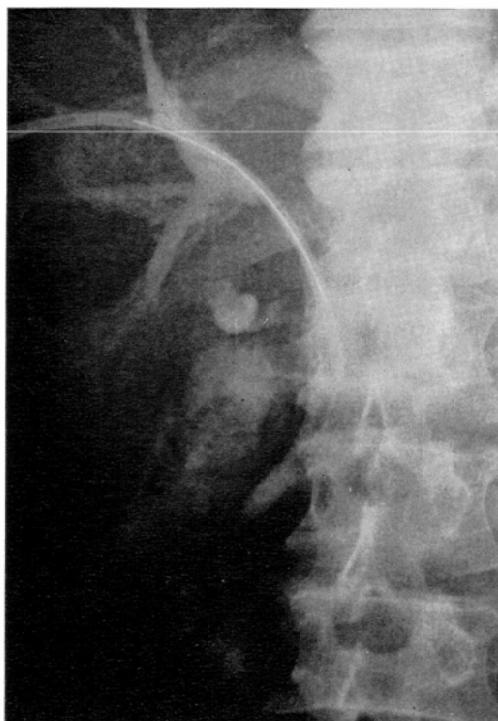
X-ray picture of insertion of dummy source with visualization of biliary system. (Case 2)
